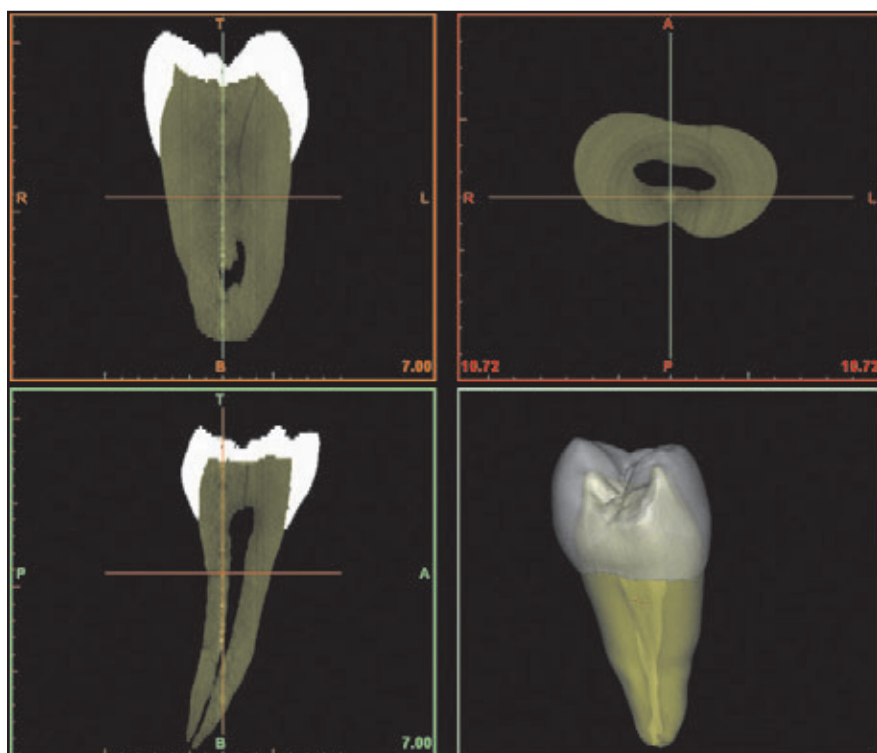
(links) CT-Scan-Daten in der Darstellung mit Mimics 11.1. Der Zahn ist in drei verschiedenen Querschnittsansichten und als 3D-Objekt zu sehen. Entsprechend den Voxel-Dichte-Schwellenwerten wurden für den Schmelz (weiß) und das Dentin (gelb) Masken verwendet.
